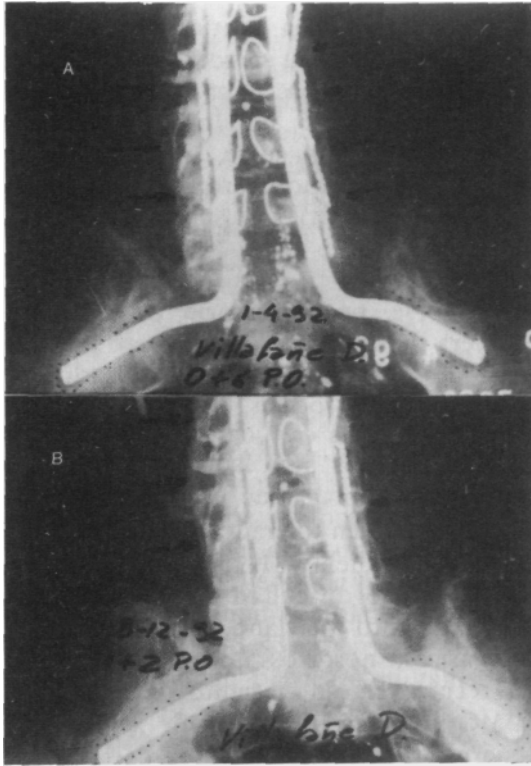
(caso 6). A: Radiografía a los 6 meses postoperatorio muestra injerto asimilado con zonas radiolúcidas perisegmentos pelvianos, secundarias a movilidad sacroilíaca. B: Radiografía al año y 2 meses con artrodesis sólida y zonas radiolúcidas sin variantes.
